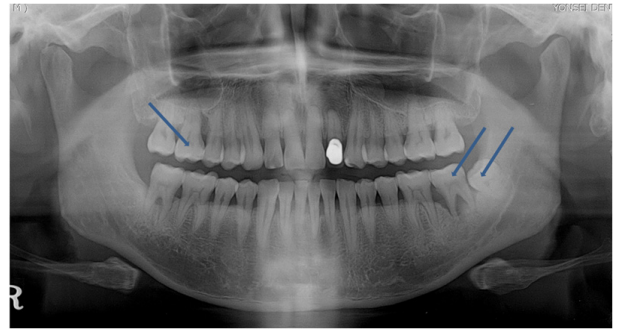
Pre-op panoramic radiograph, teeth to be treated are marked by arrows.
